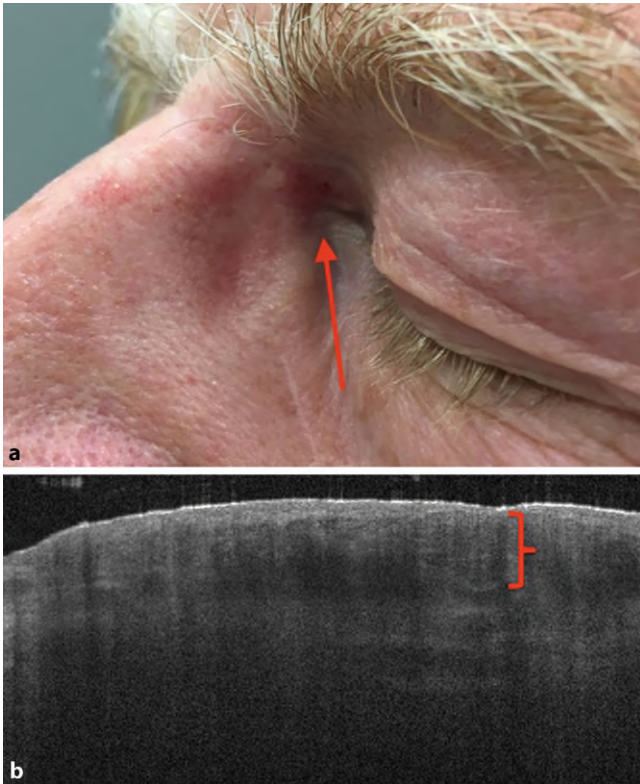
▲ Basalzellkarzinom am Auginnenwinkel. a Klinisches Bild (der Pfeil markiert den Tumor). b Optische Kohärenztomographie, 3 mm × 2 mm. Die Basalzellkarzinomnester sind mit der Klammer markiert
